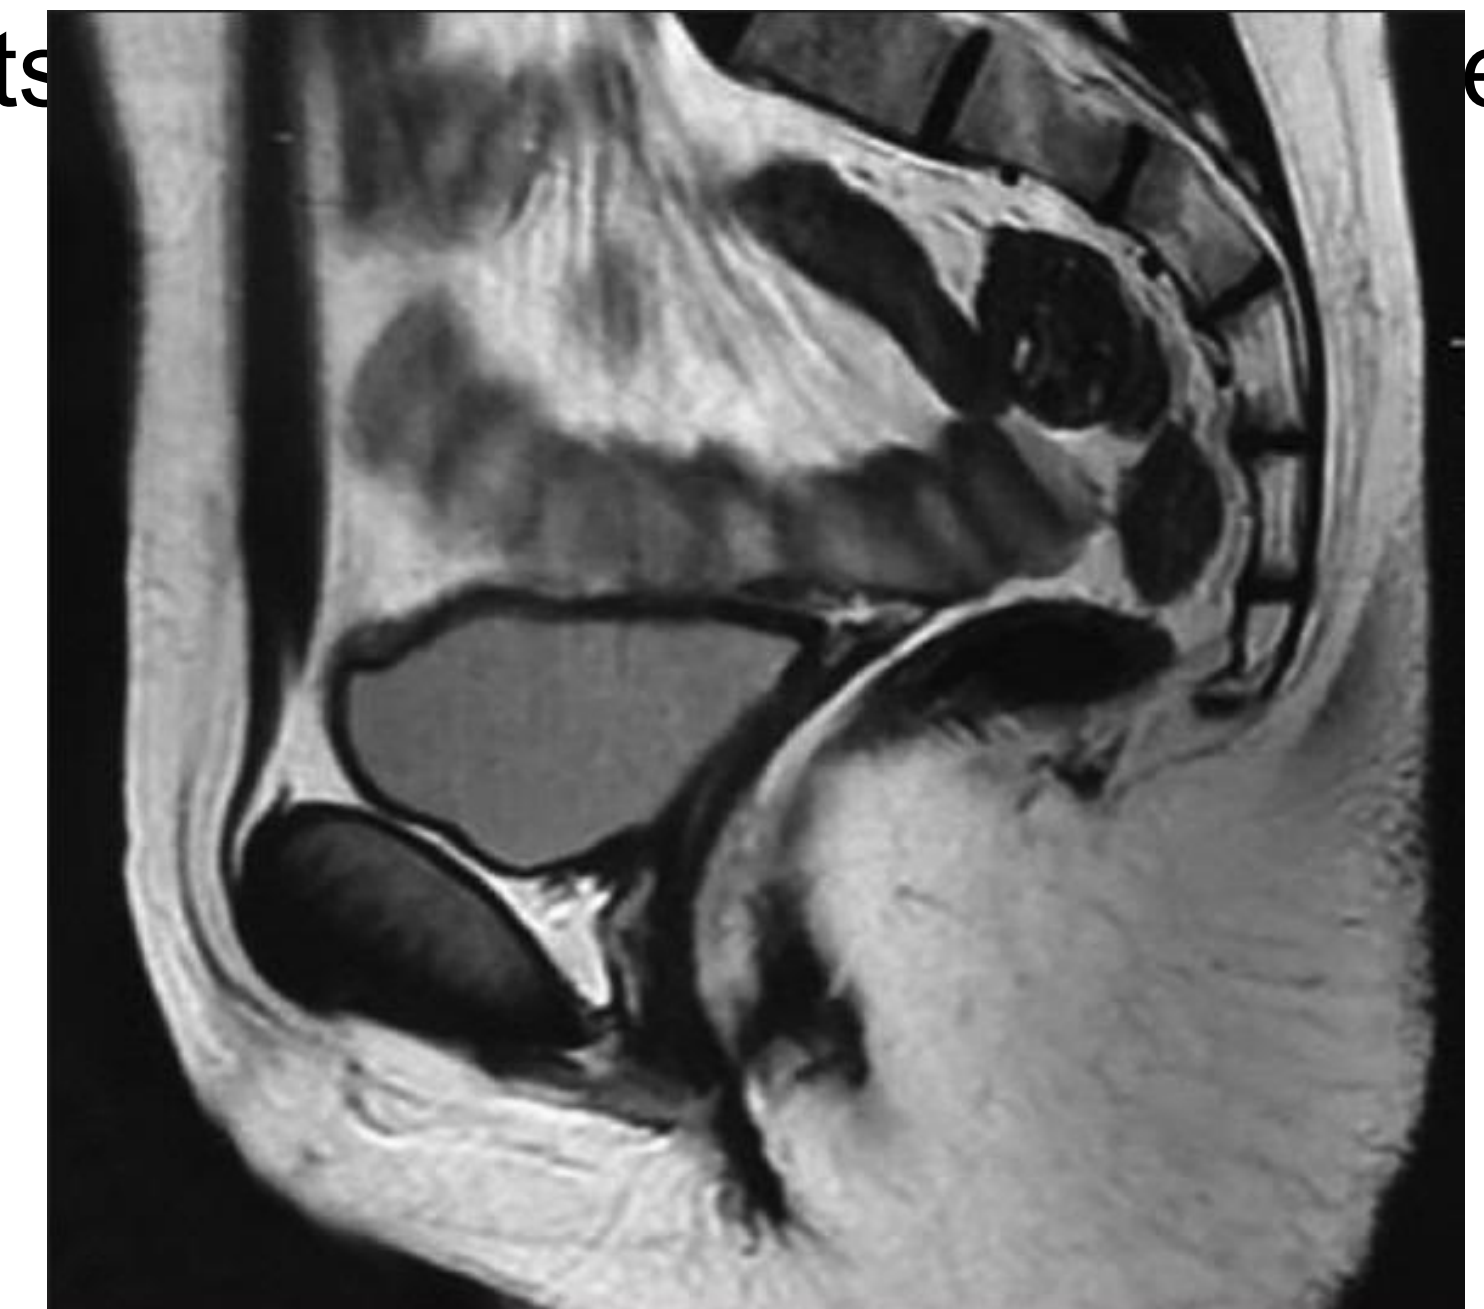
coupe sagittale de l'IRM montrant l'absence de l'ovaire et de l'utérus
